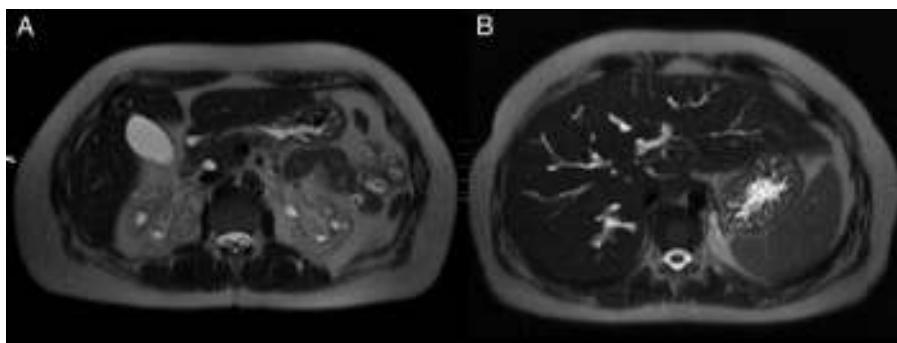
Colangiopancreatografía por resonancia magnética: A) Quistes renales bilaterales. B) Enfermedad de Caroli en el hígado.
